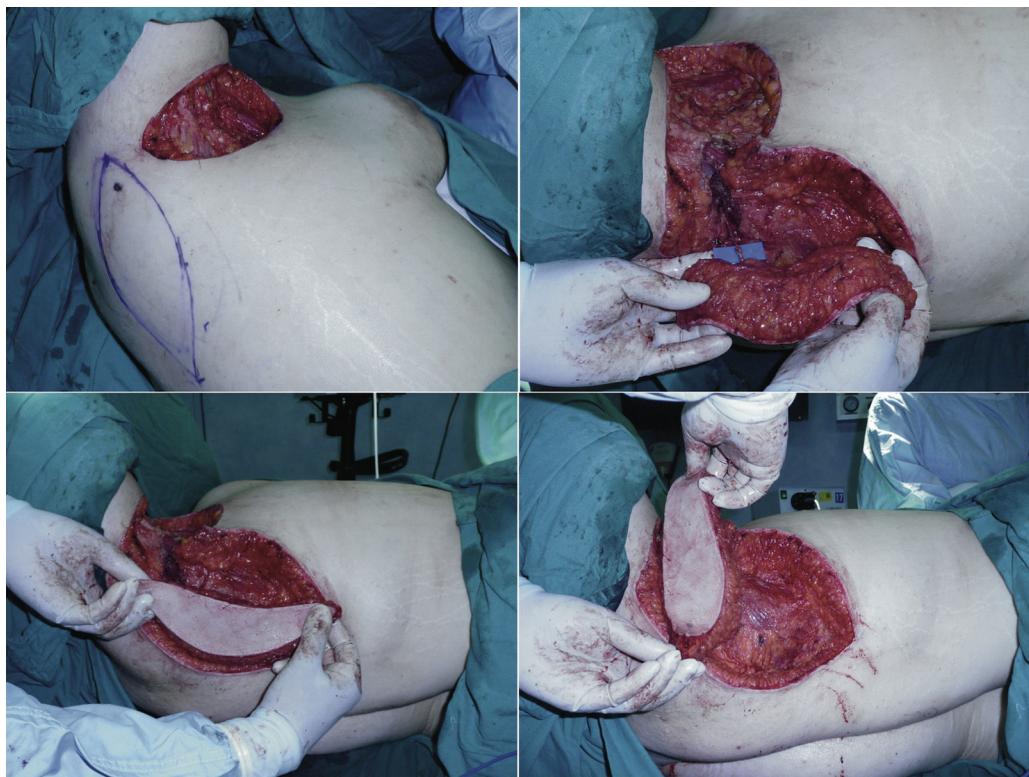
Arriba, a la izquierda: resección de la axila derecha, diseño del colgajo y marcación previa con Doppler de la perforante. Arriba, a la derecha: rotación del colgajo y el pedículo, sin tensión. Abajo: *inset* del colgajo.
